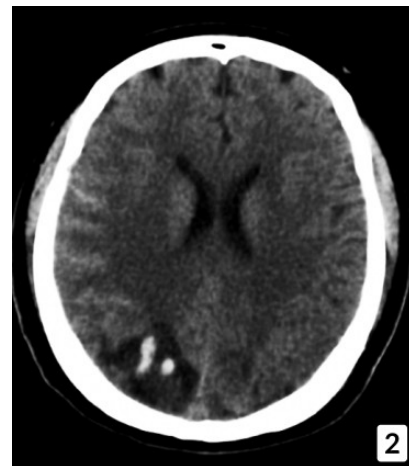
Tomografía axial computarizada cerebral con hemorragia parietooccipital derecho y edema cerebral vasogénico.
